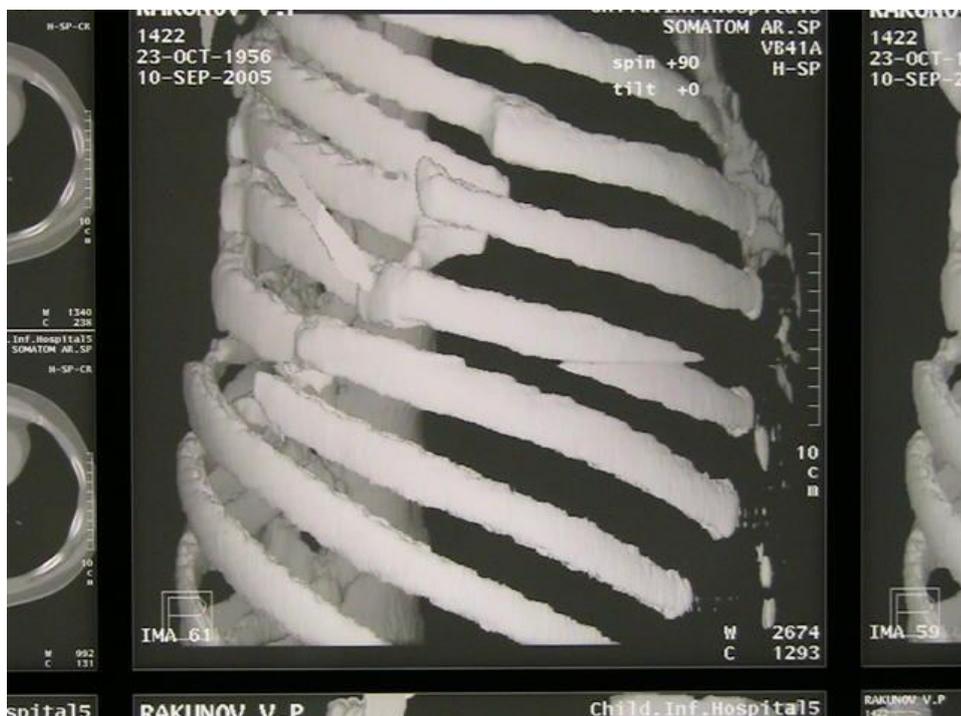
Больной Р. 47 л. КТ грудной клетки при поступлении. Хаотичное расположение отломков ребер, неправильно сросшиеся, несросшиеся переломы. ИБ № 26995
